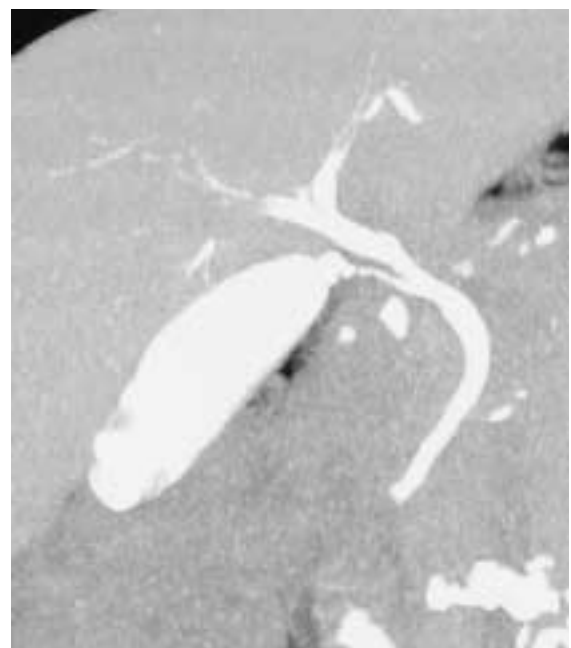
DIC-CT 冠状断：右肝管、胆嚢管、総胆管の位置関係が描出されている。
